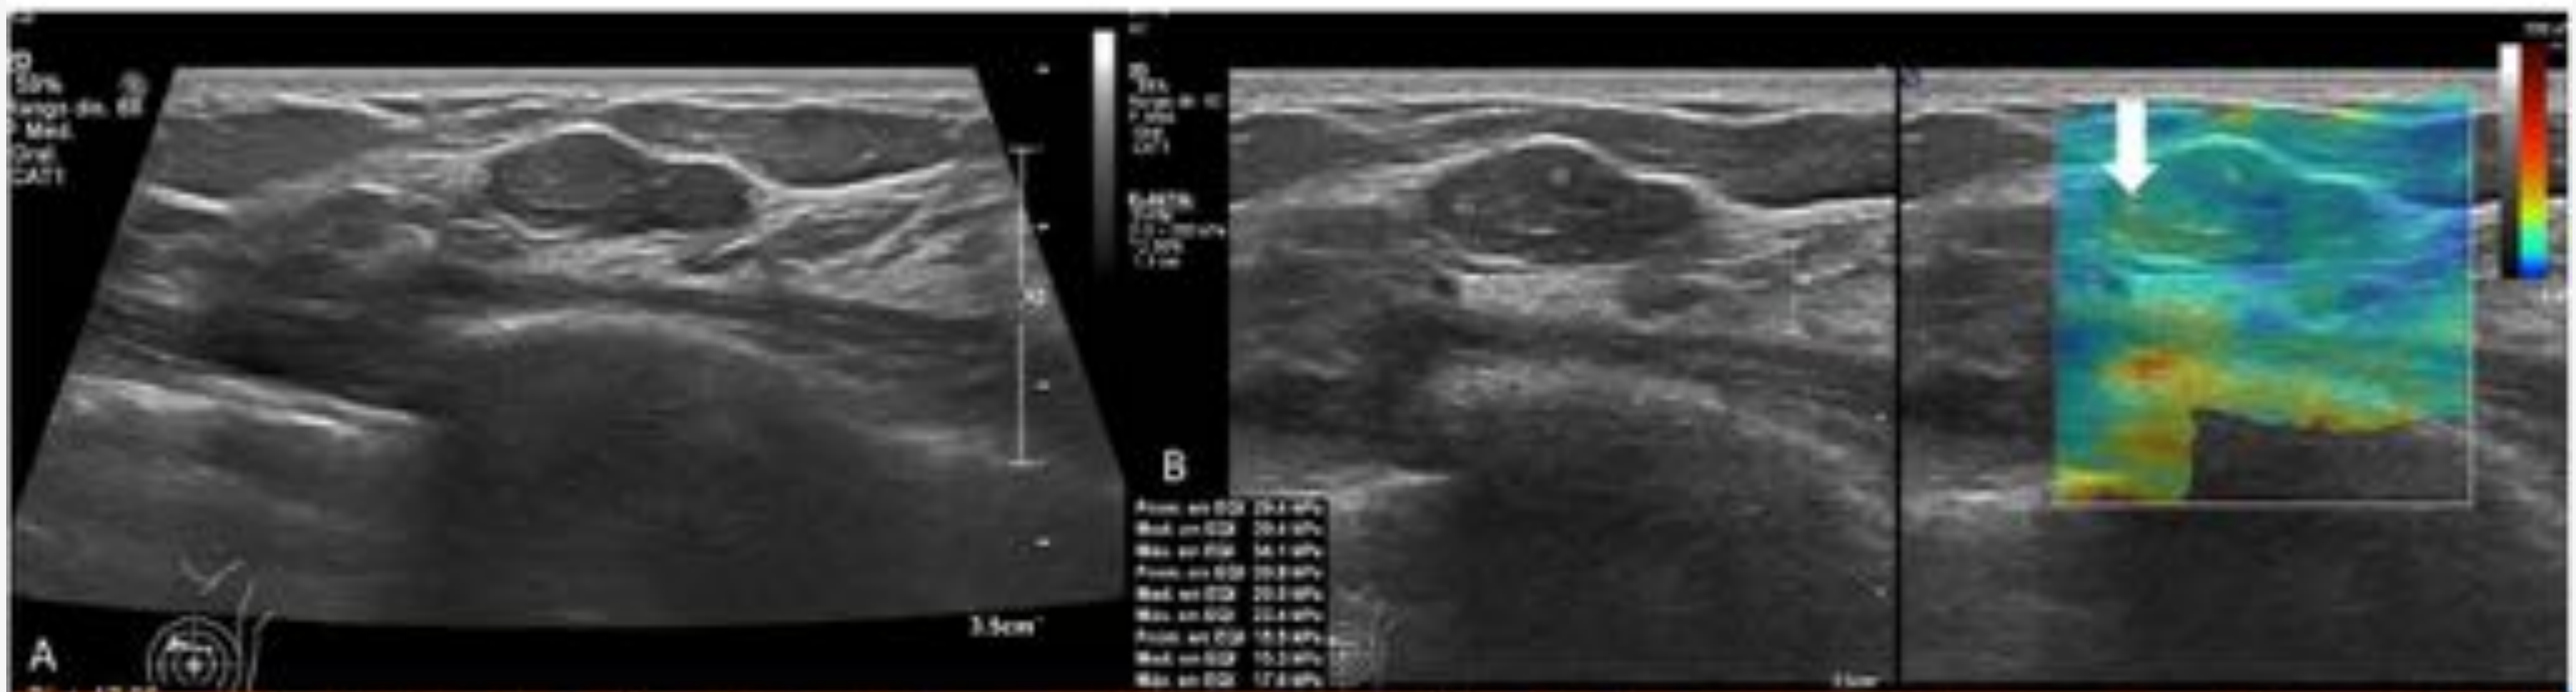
Mujer de 31 años con un nódulo en el CSI de la mama izquierda, se realiza ecografía: A. Lesión nodular en el radial 10, hipocóica, lobulada y bien definida, que no presenta grandes cambios respecto al estudio previo. No se realiza estudio Doppler. B. En la elastografía apreciamos valores bajos, el máximo intralesional es de 29 kPa (flecha).
